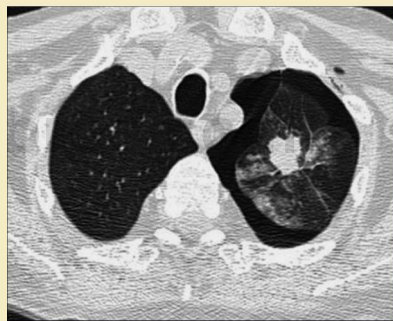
El neumotórax tras la biopsia es visible con facilidad en la TC. Obsérvese el aumento de densidad de la masa indicativo de hemorragia.
